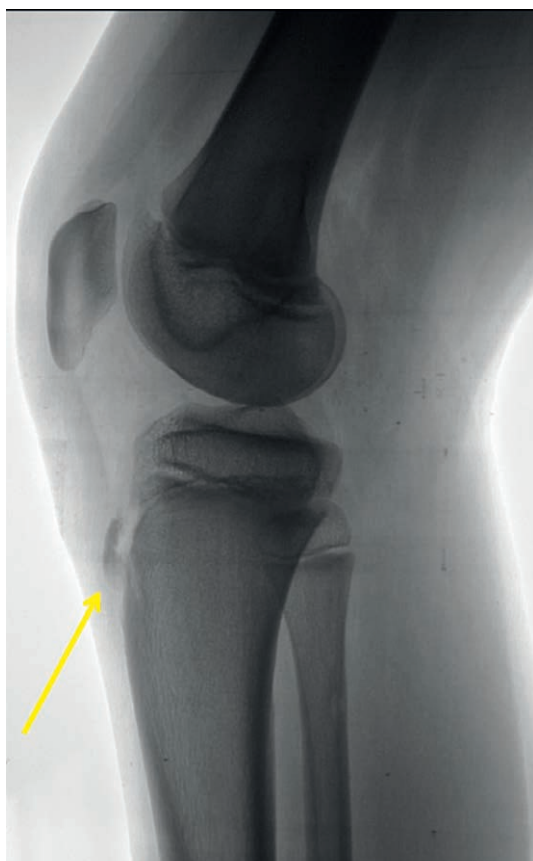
Radiographie de profil en rayons mous. Notez l'aspect fragmenté normal à cet âge de la tubérosité tibiale antérieure.
